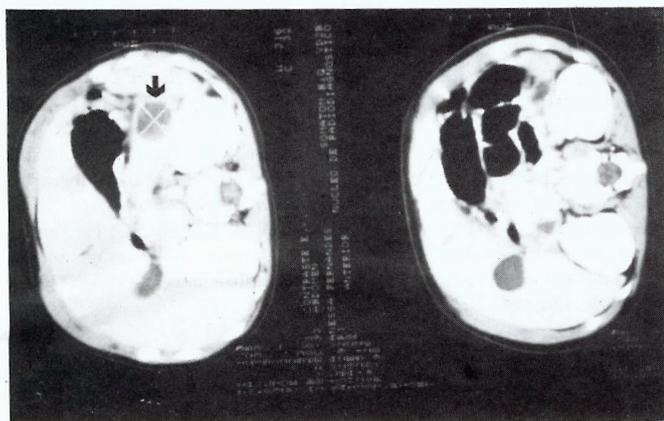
TAC abdominal com pseudoquisto localizado na cauda do pâncreas com 22 x 20mm (seta)
